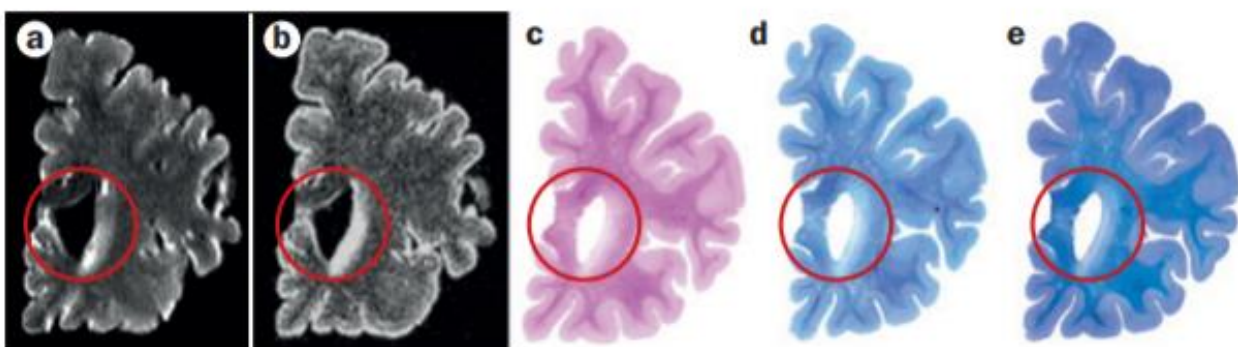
/ Comparaison directe entre coupes IRM post-mortem et coupes anatomopathologiques chez un individu de 98 ans sans trouble cognitif. a/ Image pondérée T2 b/ Image pondérée 3D FLAIR montrant des hypersignaux de la substance blanche périventriculaire (cercle rouge) c-e/ Coupes histochimiques colorées HES (c), Bodian silver (d) et bleu de Cresyl (e)
